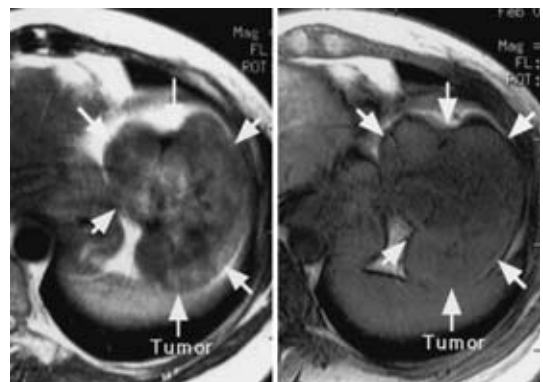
Abdominal MRI showed congested mass of high and low intensity on T1-weighted image (right). The mass showed heterogenous low intensity on T2-weighted image (left).
